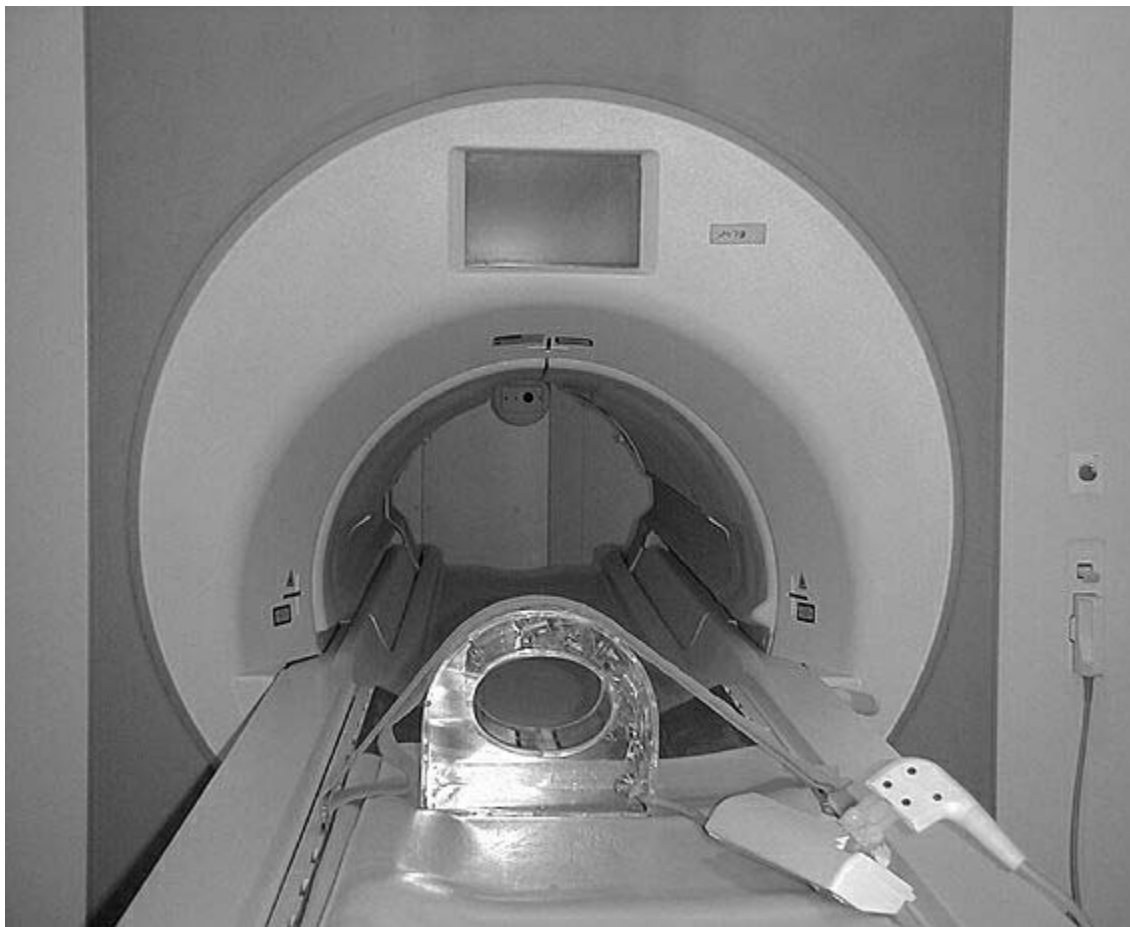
1,5 Tesla HR-MRT mit Handgelenksspule
